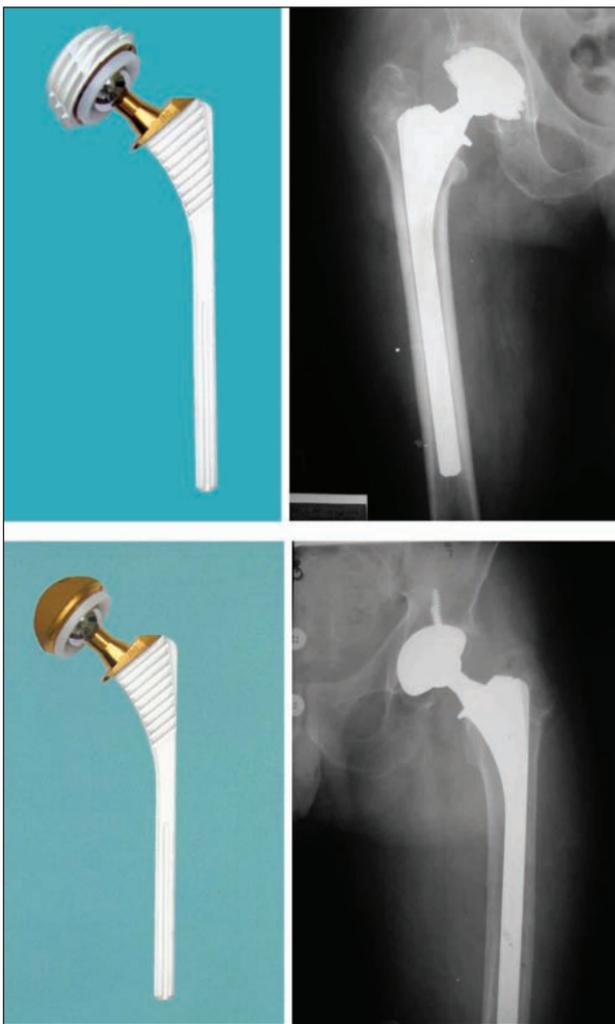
Тотальный эндопротез тазобедренного сустава системы ОРТЭН а) ввинчивающаяся версия; б) послеоперационная рентгенограмма; в) запрессовываемая версия; г) послеоперационная рентгенограмма
